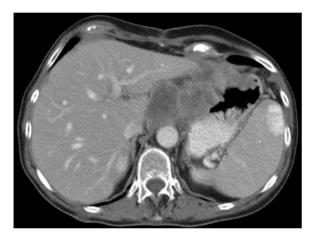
Milzhämangiom, CT mit i.v. Kontrastmittel. Die kontrastverstärkte CT in der portalvenösen Phase zeigt eine annähernd runde, homogen kontrastmittelanreichernde Läsion. Dieses Kontrastverhalten beruht auf der für diese Läsion typischen Hypervaskularisierung
